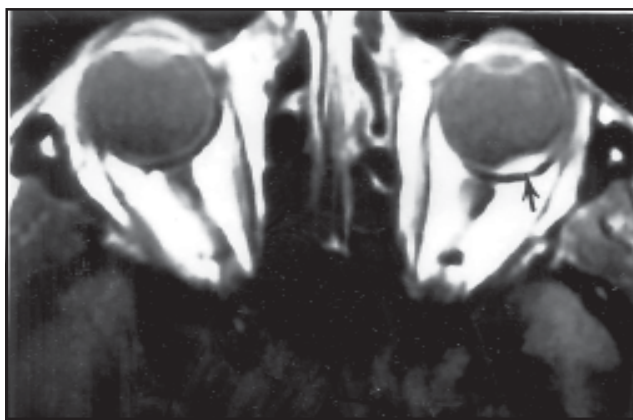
RM ponderado en T1: paciente de 69 años, sexo masculino. Melanoma coroideo en placa, en órbita izquierda, de mayor densidad que el vítreo (flecha).
